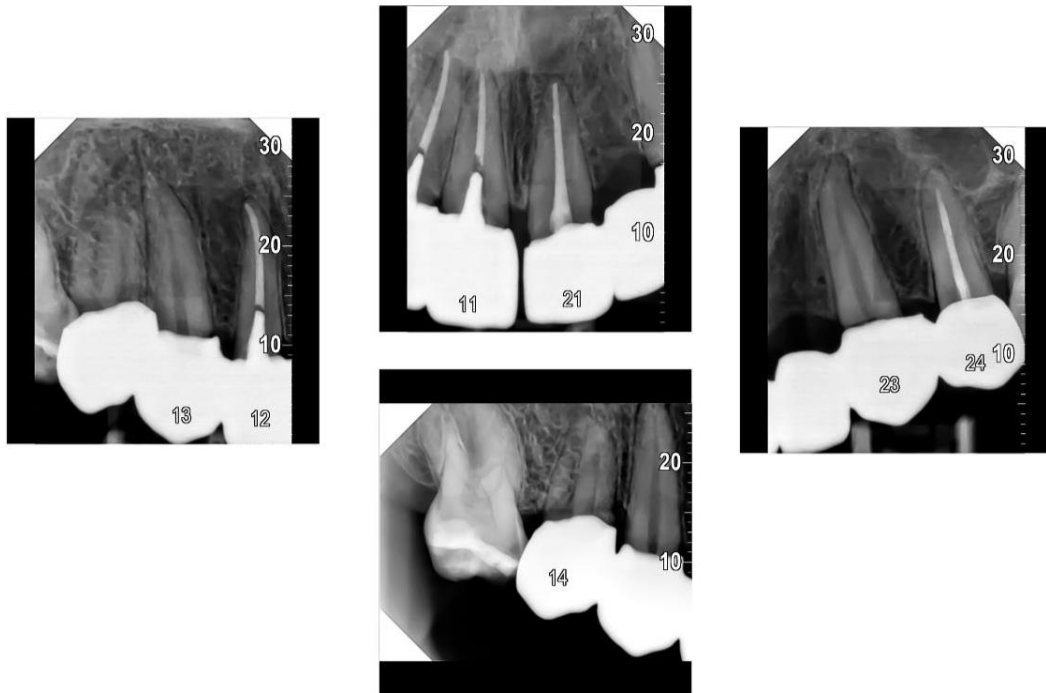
A. Radiografías Periapicales de los dientes con compromiso pulpar
